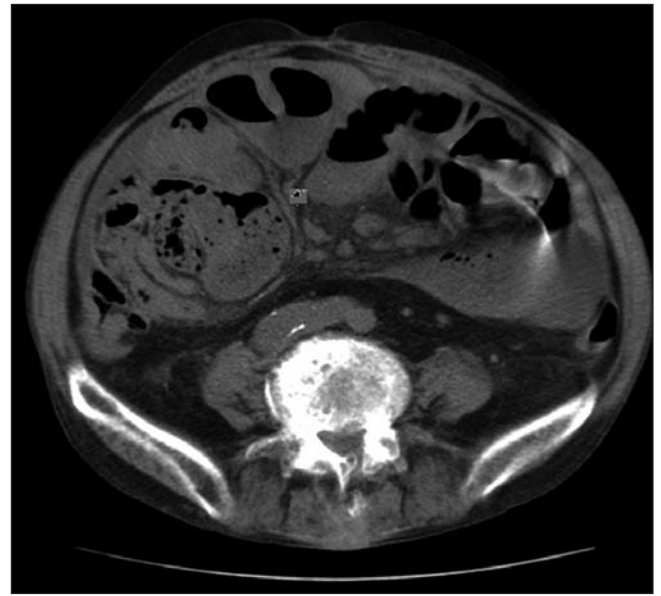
Radiografía de abdomen (A) en bipedestación: dilatación de las asas de intestino delgado, con presencia de niveles hidroaéreos y pequeña cantidad de gas distal. TC abdominopélvica (B) sin contraste intravenoso por alergia al yodo: líquido en espacios parietocólicos y entre asas intestinales; dilatación de asas de intestino delgado agrupadas en hemiabdomen inferior derecho y rodeadas por cápsula fibrosa (flecha).
